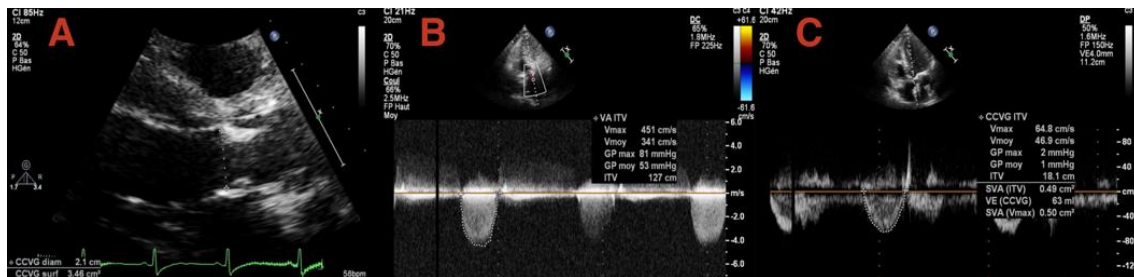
Évaluation échographique d'un rétrécissement aortique
